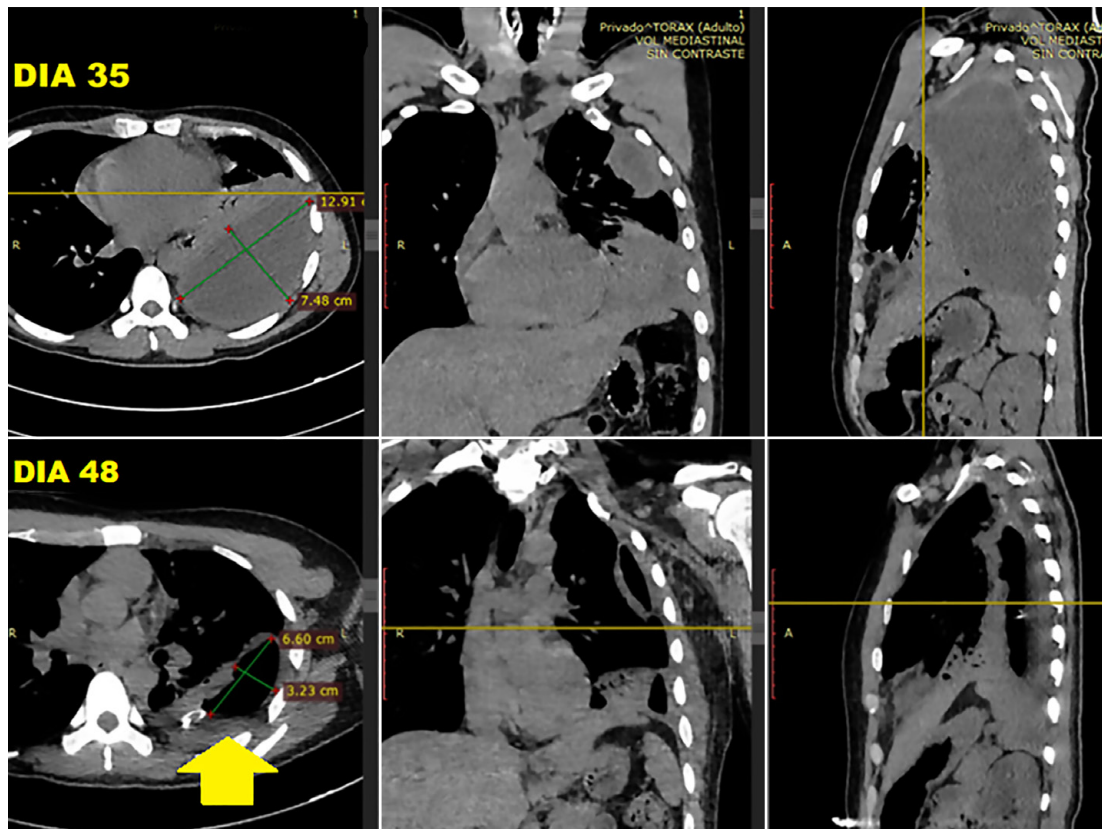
La tomografía computarizada, en corte axial con reconstrucción sagital y coronal, del día 35 de enfermedad evidencia una colección líquida de contenido homogéneo, con diámetros axiales de 12,9 x 7,5 cm y rodeada de una gruesa pared localizada, en su mayor parte, en la región posterior. La tomografía del día 48 de hospitalización mostró una cavidad asimétrica, de paredes gruesas, con diámetros axiales de 6,6 cm x 3,2 cm, con un nivel hidroaéreo (flecha amarilla), con disminución del volumen del empiema, y engrosamiento pleural adyacente.
